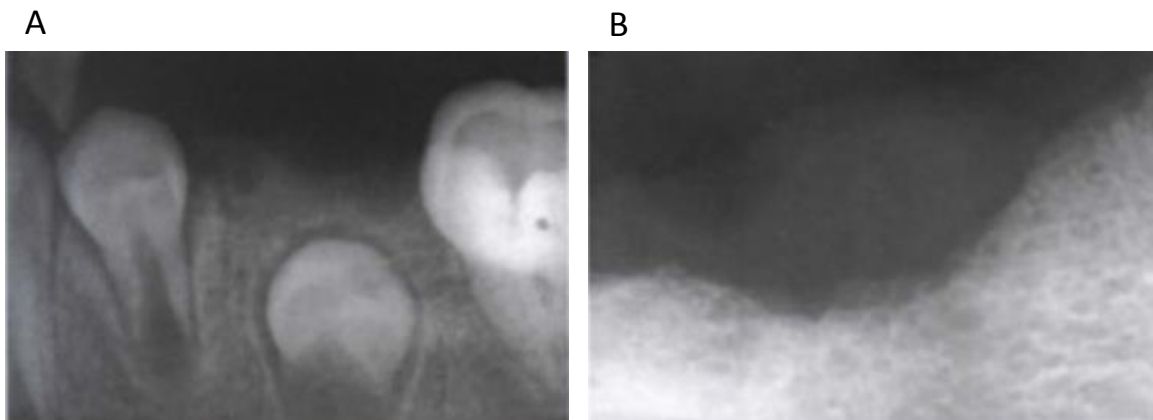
A. Radiografía dentoalveolar de un paciente en dentición mixta en la que se observan dientes en erupción y espículas óseas que se extienden hacia la base de la lesión. B. Radiografía dentoalveolar de zona edéntula donde se observa la erosión en forma de copa del hueso subyacente.⁽²²⁾
